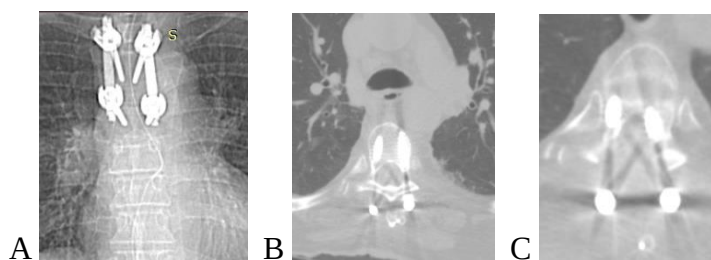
CT toracică post-operatorie A, B, C. A— secțiune sagitală FTP Th4-Th6; B, C— secțiuni axiale cu laminectomie decompresivă Th5 și poziționarea corectă a șuruburilor în corpurile vertebrale Th4, Th6.
